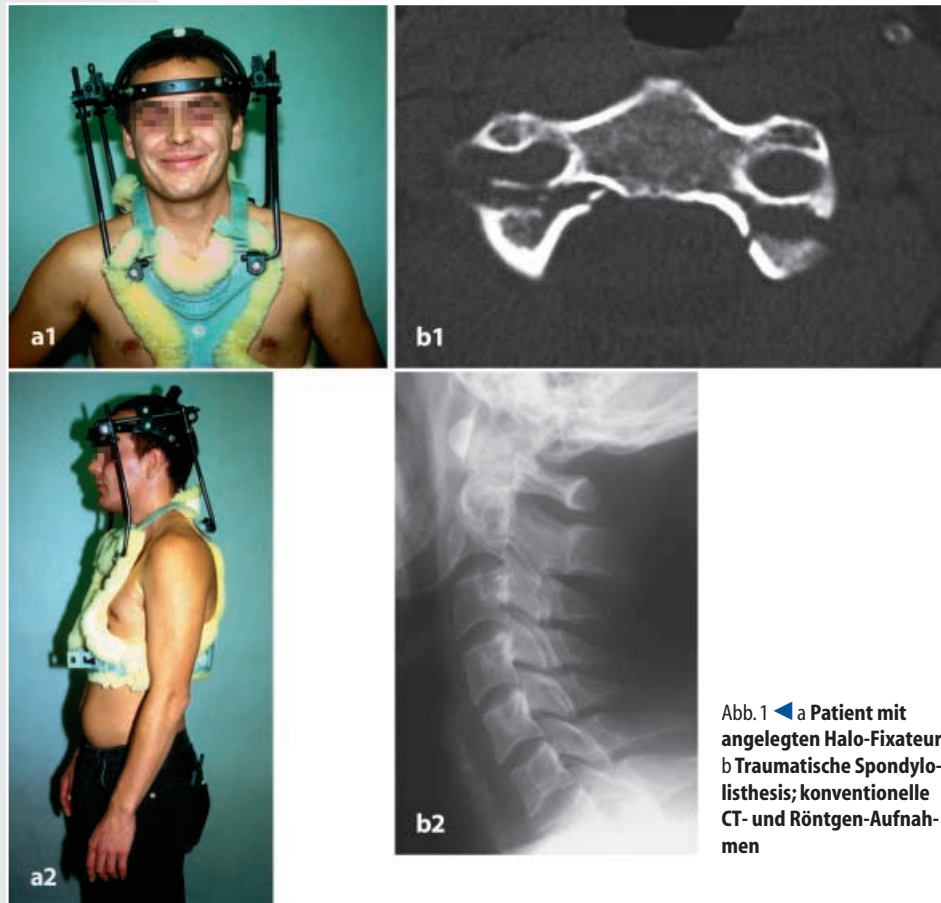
◀ a Patient mit angelegten Halo-Fixateur. b Traumatische Spondylolisthesis; konventionelle CT- und Röntgen-Aufnahmen
